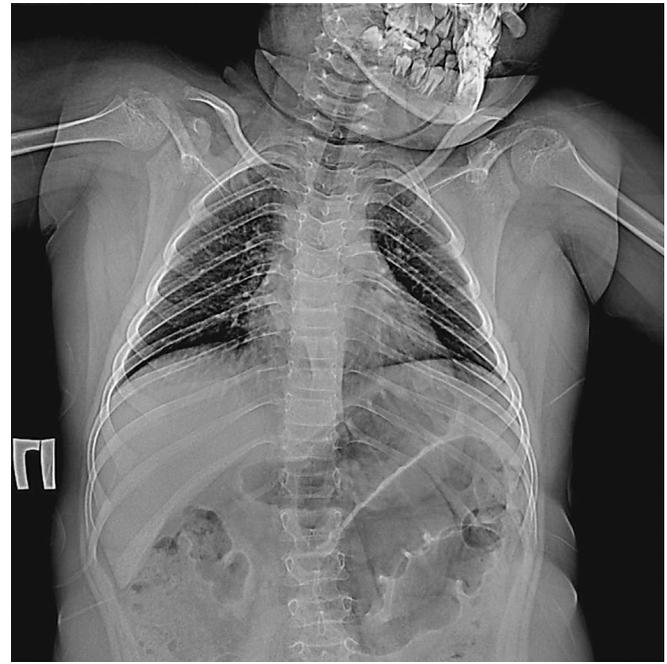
Рентгенограмма грудного отдела позвоночника пациента Н. в прямой проекции
